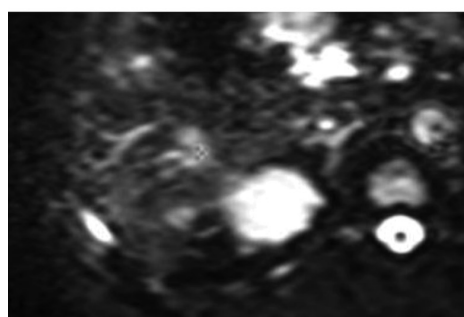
МРТ печінки. ADC карта. Визначення показників вимірюваного індексу дифузії метастатичного вогнища в S6 сегменті печінки до застосування радіохірургічної абляції, b=800(a). ADC = $0,82 \times 10^{-3}$ с/мм² (b).
